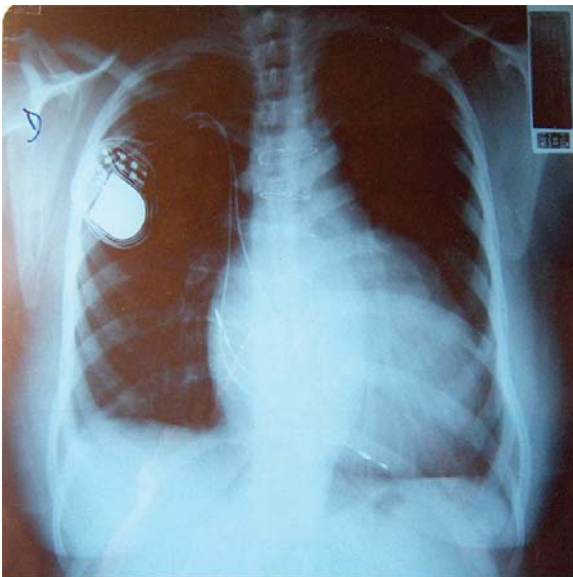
Radiografia de Tórax em PA com opacificação em base pulmonar direita.
